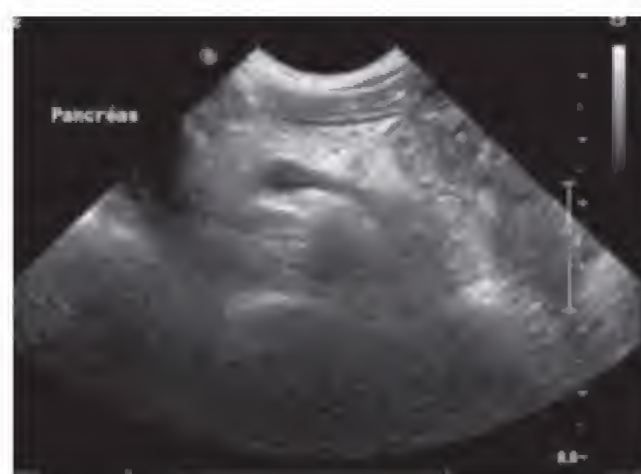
Échographie montrant une hyperéchogénicité pancréatique chez un enfant présentant un syndrome de Shwachman.
